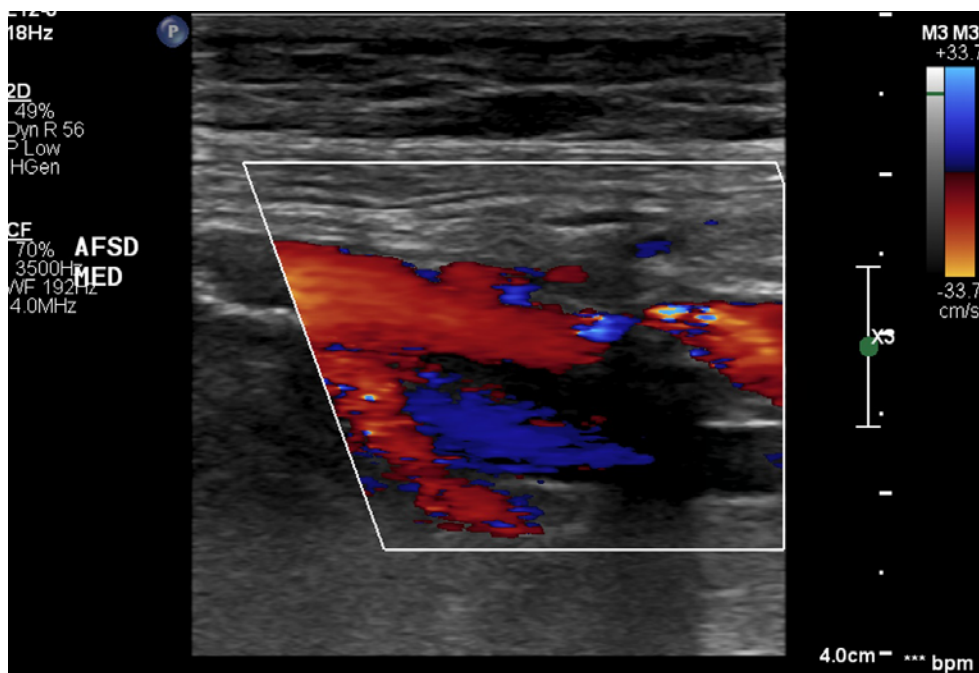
Doppler colorido da artéria femoral superficial direita (terço médio)
